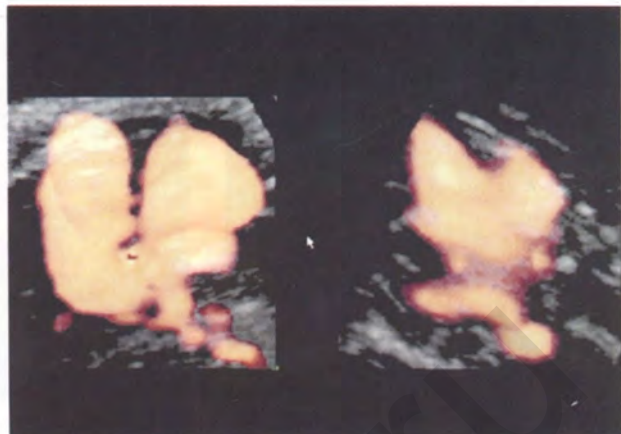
Транспозиция магистральных артерий. Режим power Doppler STIC.
